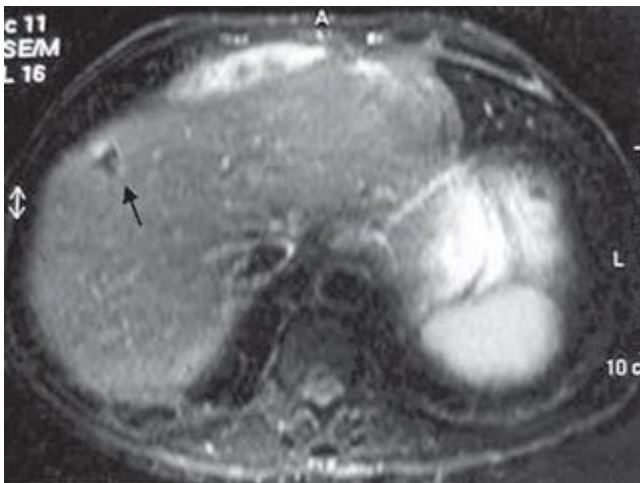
Endentação diafragmática (seta) na porção superior do fígado na RM.
